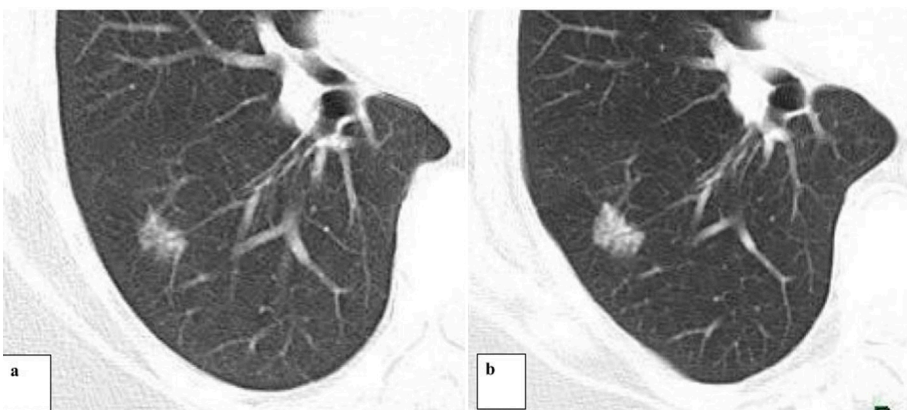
TC con ventana pulmonar (filtro óseo y alta resolución). Lung-RADS 3 con posterior recategorización a Lung-RADS 4: seguimiento de un nódulo subsólido, objetivándose crecimiento del mismo y con aumento de la densidad (desde 2016 en a y 2018, en b) con posterior resección (Resultado anatomopatológico de Adenocarcinoma Lepídico)
